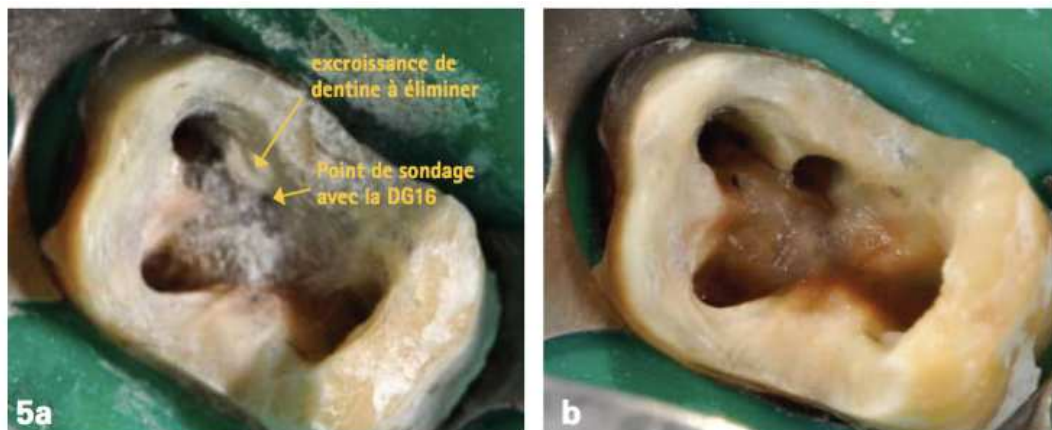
Elimination du surplomb dentinaire avec l'insert ultrasonore et sous aide visuelle (ARBONA, 2011)
